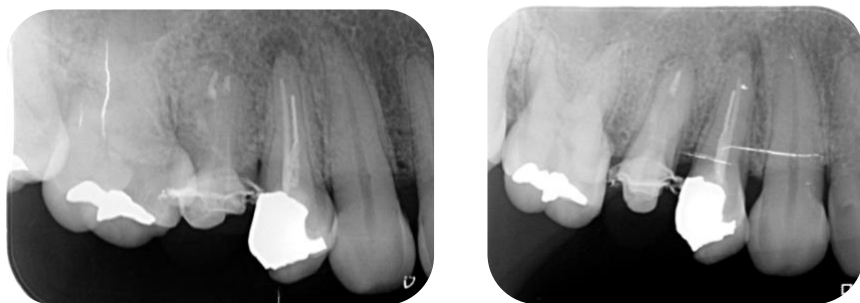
Radiografía de control.
